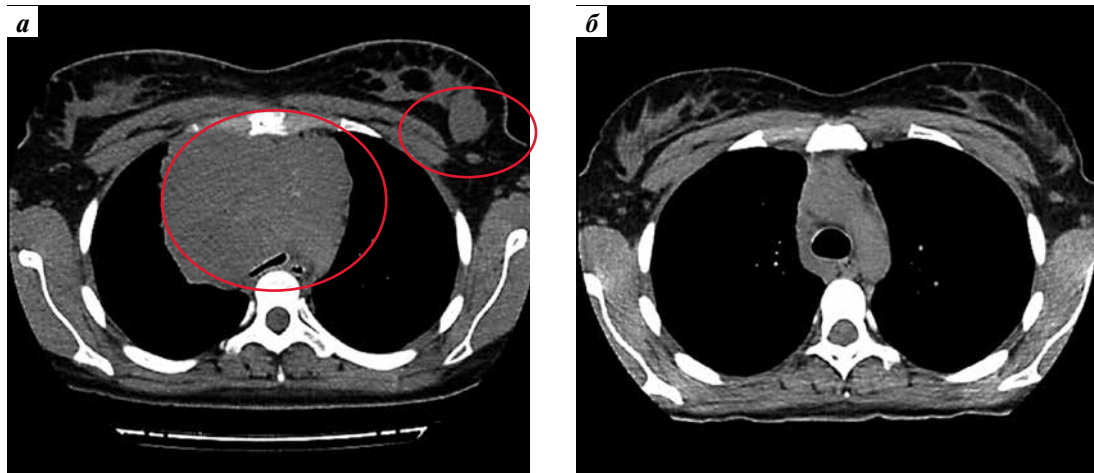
Опухоль передневерхнего средостения и изолированное вовлечение молочной железы пациентки с первичной медиастинальной В-крупноклеточной лимфомой в дебюте заболевания (а) и после проведения полихимиотерапии (б) (компьютерная томография)
